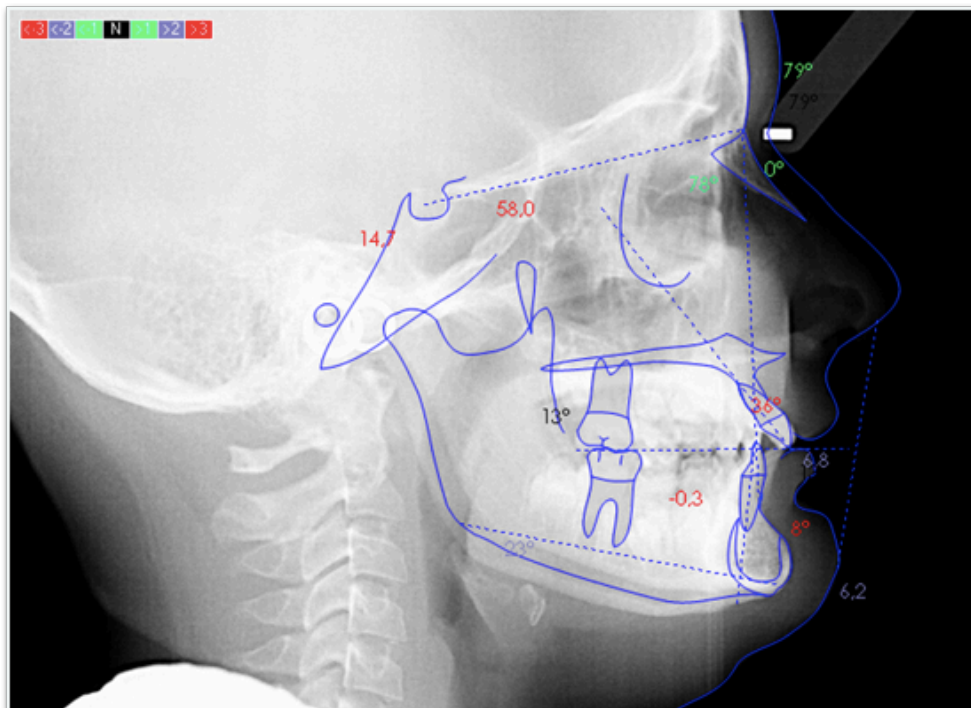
Telerradiografía Caso clínico 2. Se realiza cefalometría según Steiner
